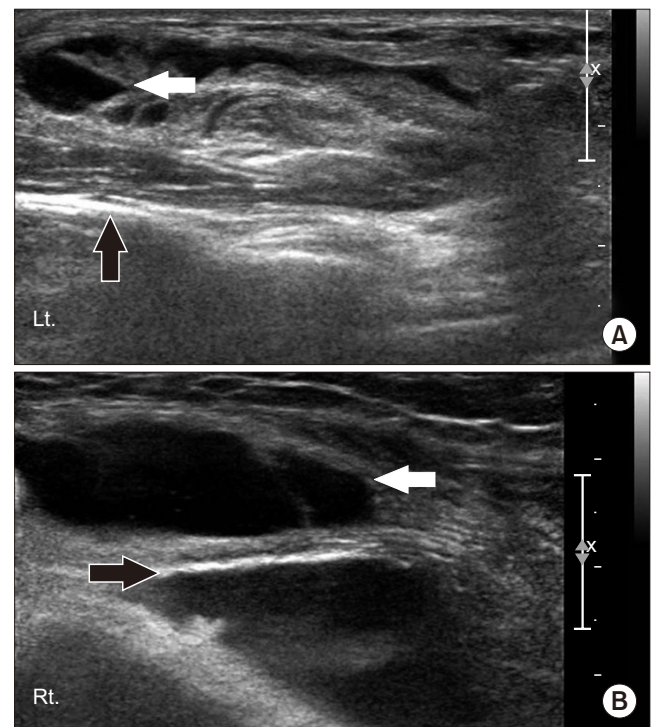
(A, B) Ultrasound scan, longitudinal view, shows encasement of the extensor tendons by the thickened synovium (black arrows). A large amount of joint effusion in lateral aspect of both ankles (white arrows).
